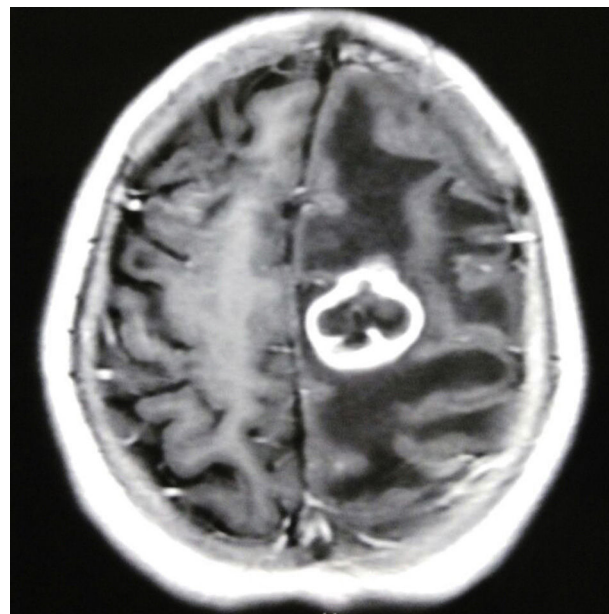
RM de cerebro (corte axial, secuencia T1 con gadolinio): lesión focal con refuerzo del contraste en anillo, edema perilesional y efecto de masa sobre las estructuras de la línea media.
